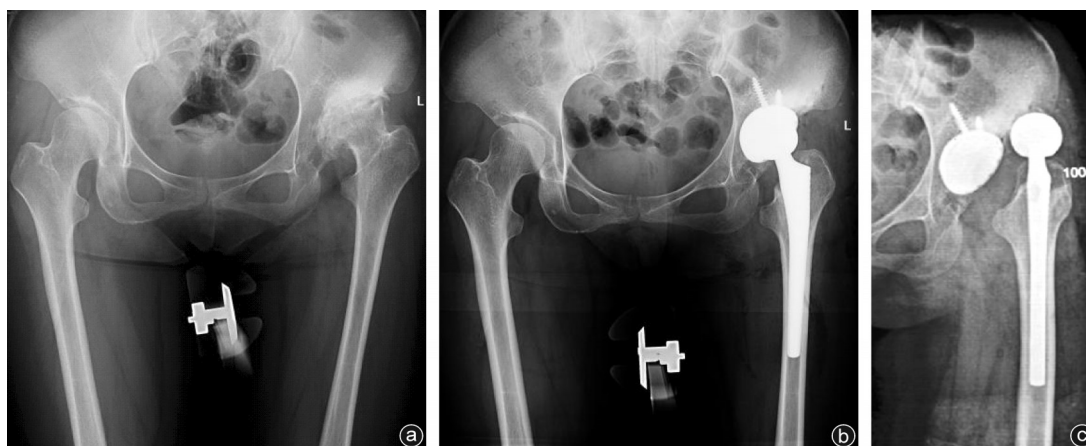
病人,女,38岁,术后发生前脱位 a:术前X线片示左侧Crowe II型DDH;b:THA术后2 d,复查X线见假体在位良好;c:术后4 d的X线片示左侧THA术后脱位
